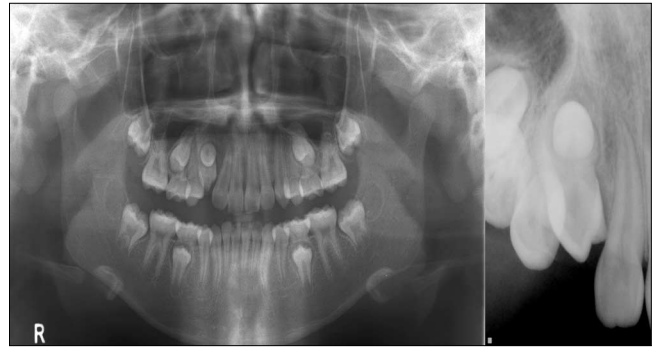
2 years later. Panoramic radiograph(A), Periapical radiograph(B).
